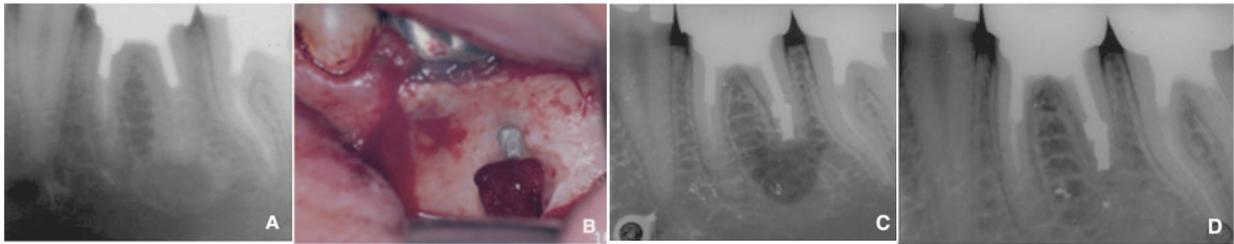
(A) Radiographie rétro-alvéolaire objectivant un kyste apical sur la racine distale de 36; (B) Après énucléation du kyste, obturation *a retro* à l'amalgame; (C) Radiographie de contrôle postopératoire; (D) Radiographie de contrôle à un an : la guérison est complète [10].
